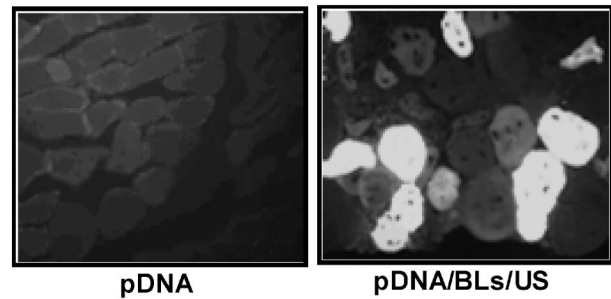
EGFP Expression in Muscle Transfected with Bubble Liposomes and Ultrasound
